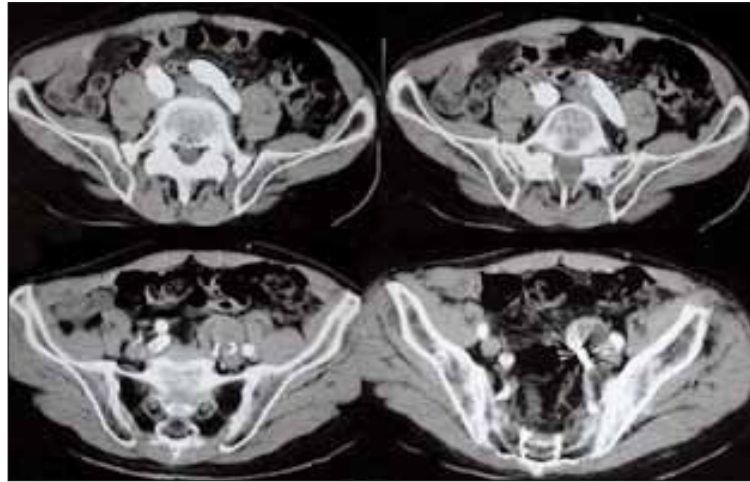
Tomografía computarizada abdominal de control realizada a los seis meses.
